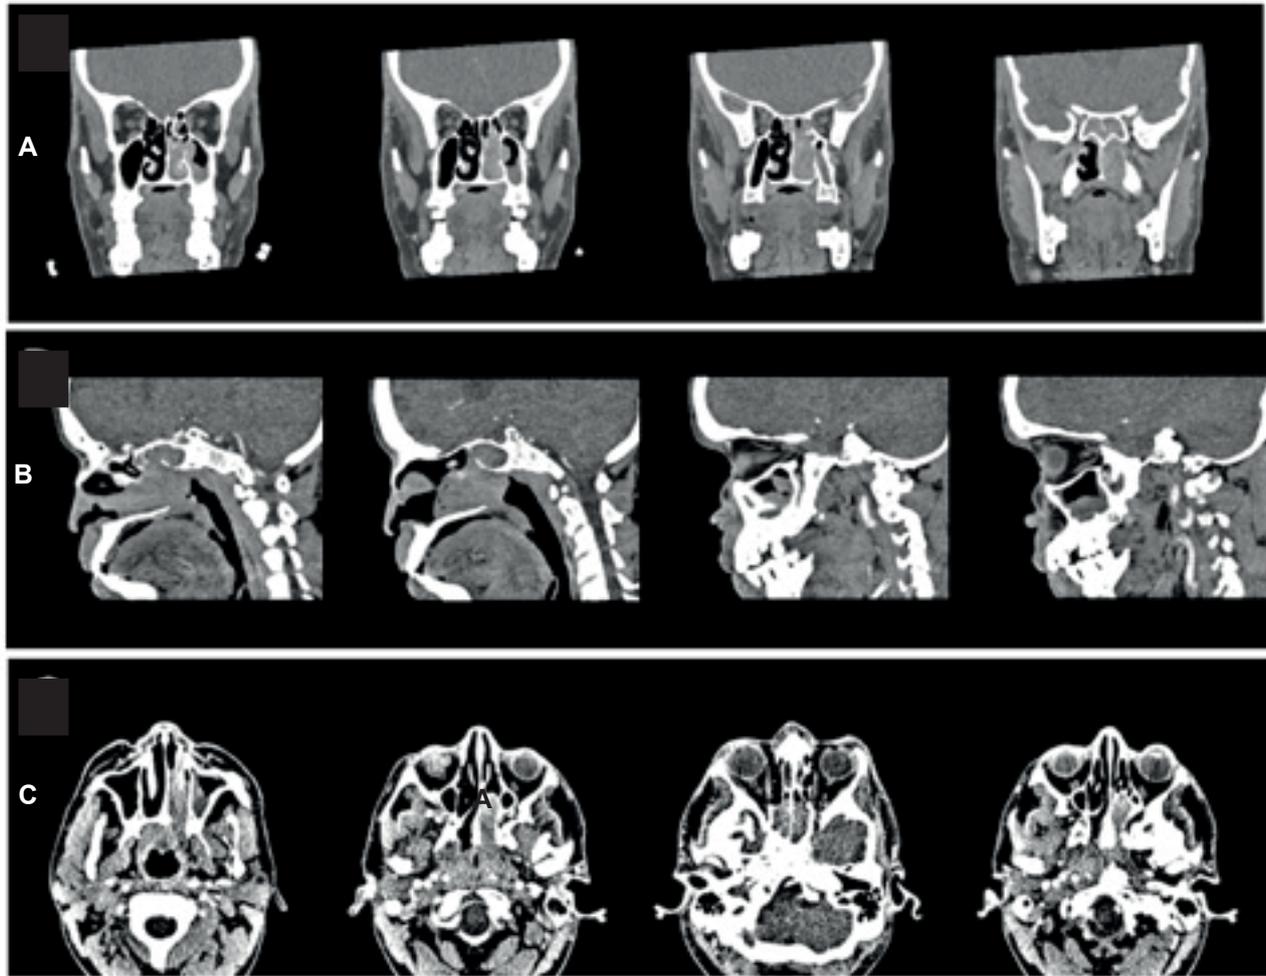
Tomografía de nariz y senos paranasales prequirúrgica. A. Cortes coronales en fase venosa. B. Cortes sagitales en fase venosa. C. Cortes Axiales en fase arterial. Imágenes propiedad de los autores, tomada del paciente.
